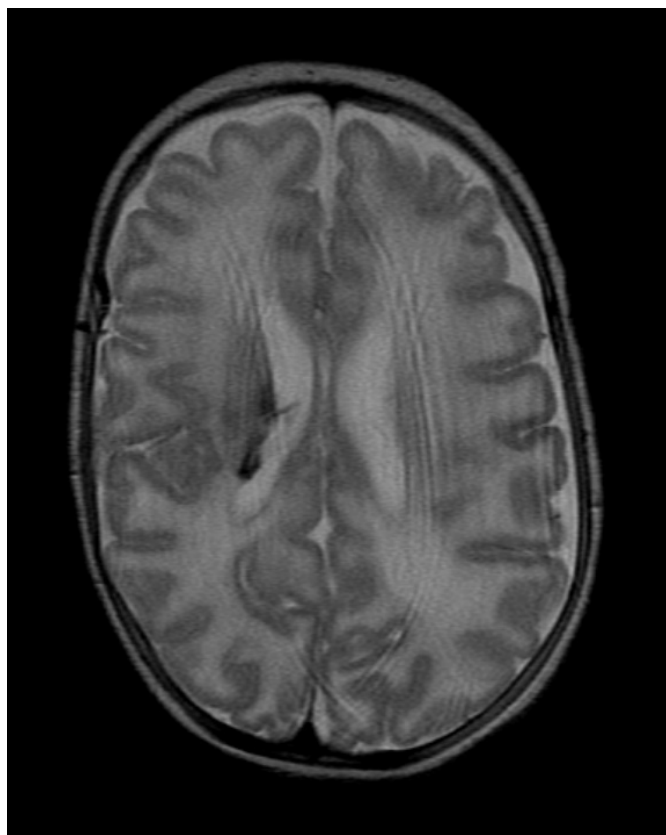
TAC del pacient 12 del grup A. Tall axial amb seqüència T2: Focus d'hemorràgia a la paret externa del ventricle lateral dret.
